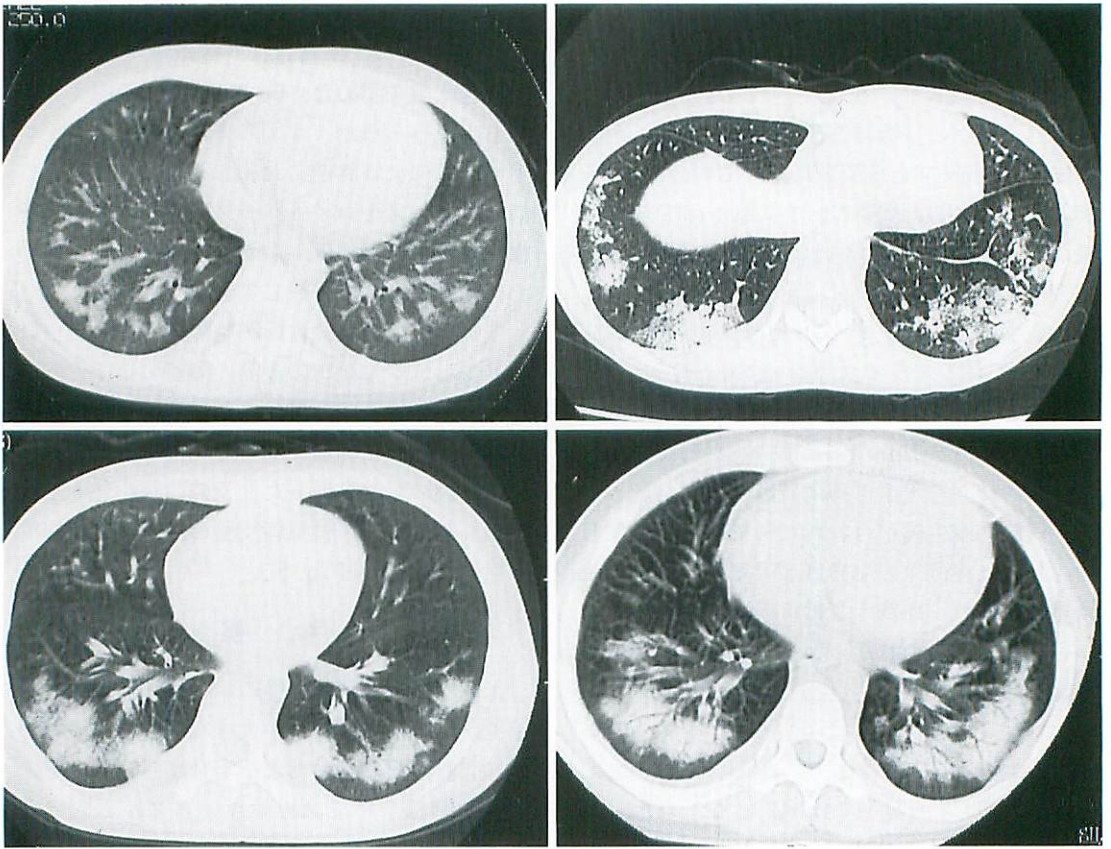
The initial CT of patient No.1. Several small round consolidations are shown in the posterior lung zones.
